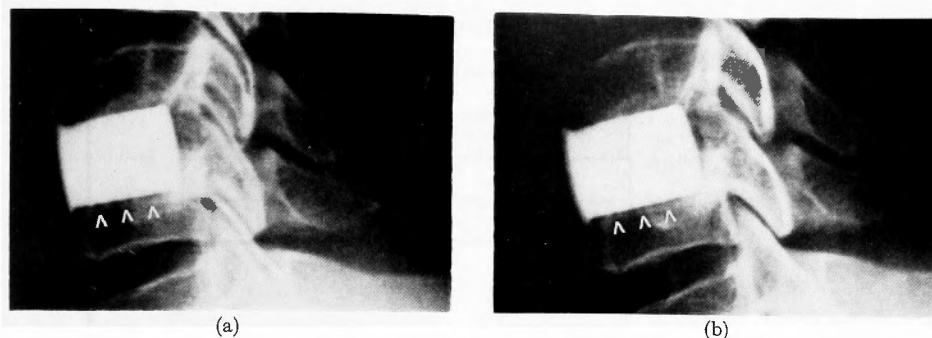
(a). Cervical X-ray film on 1 month after the operation
